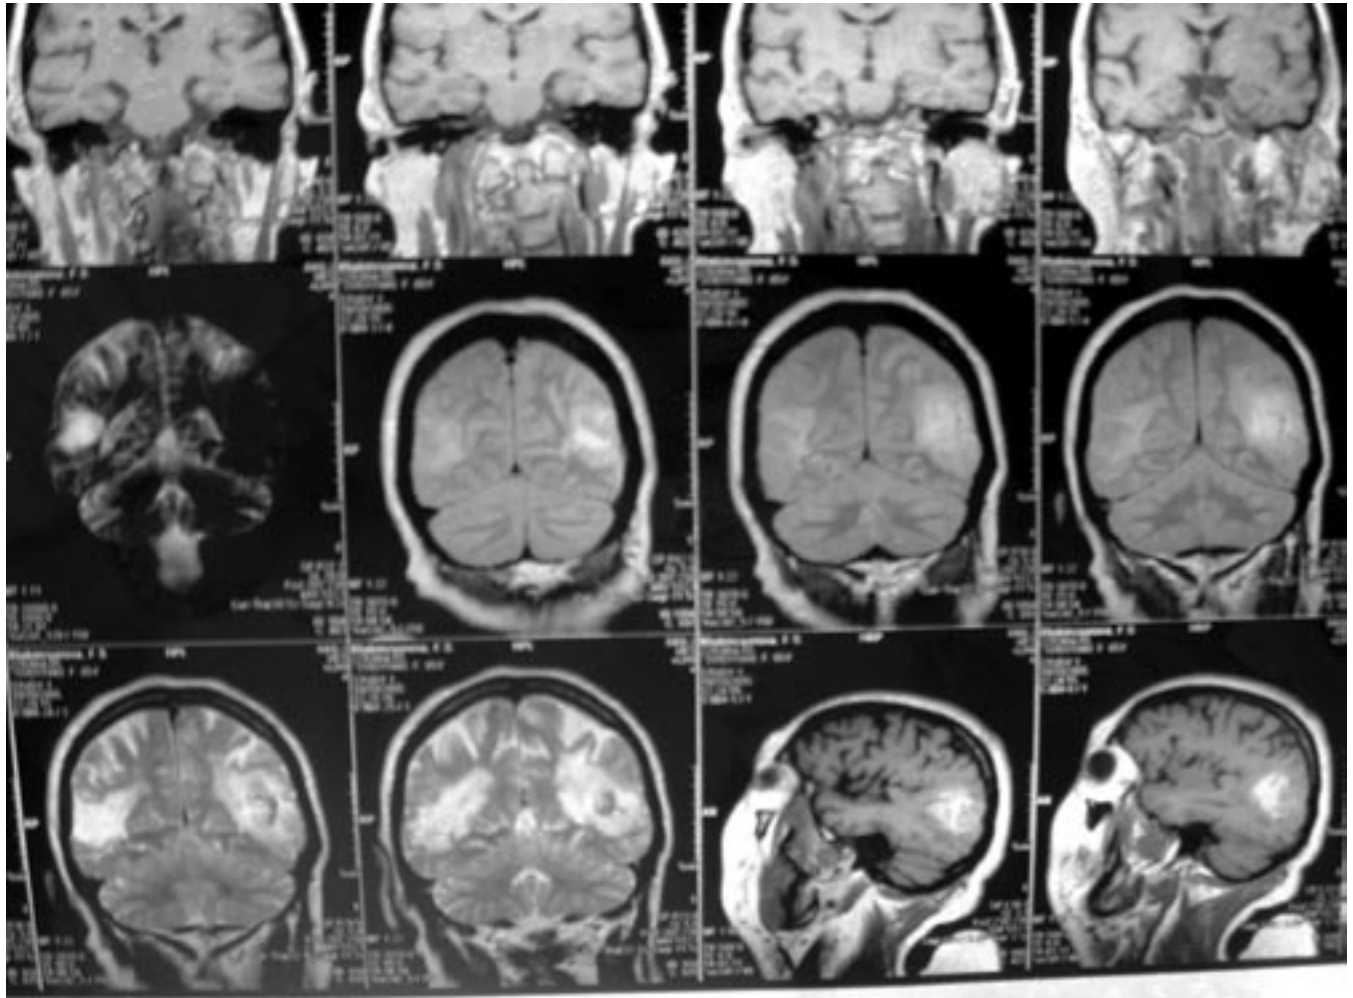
МР-томограммы больной Х., 65лет
